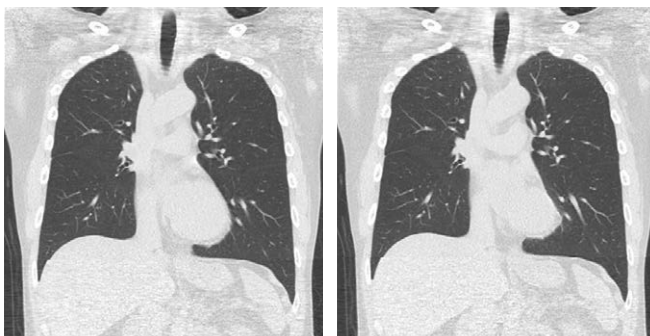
図1は、2009年2月に行ったボランティアの心臓動態CTである。心電図同期ワイドボリュームスキャンにて、1回の呼吸停止下に全肺を撮影している。心臓近傍の肺野は、心拍動による影響を受けて動いていることが動態画像により視認できた。また、この撮影により、心拍動によるモーションアーチファクトを受けやすい肺野、すなわち心臓近傍の肺野も、心拡張期においては他肺野と同様に鮮明に描出されており、動きを制御することで肺の部位によらず均質な精度のhigh resolution CT (HRCT) 画像を取得することが可能となっている。
